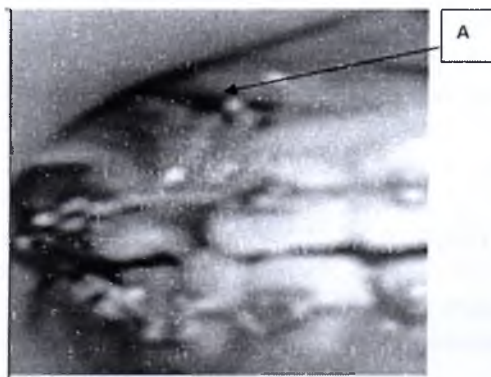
Ортопантомограмма пац И.Г., 17 лет. Диагноз Ретенция 1.3 зуба
